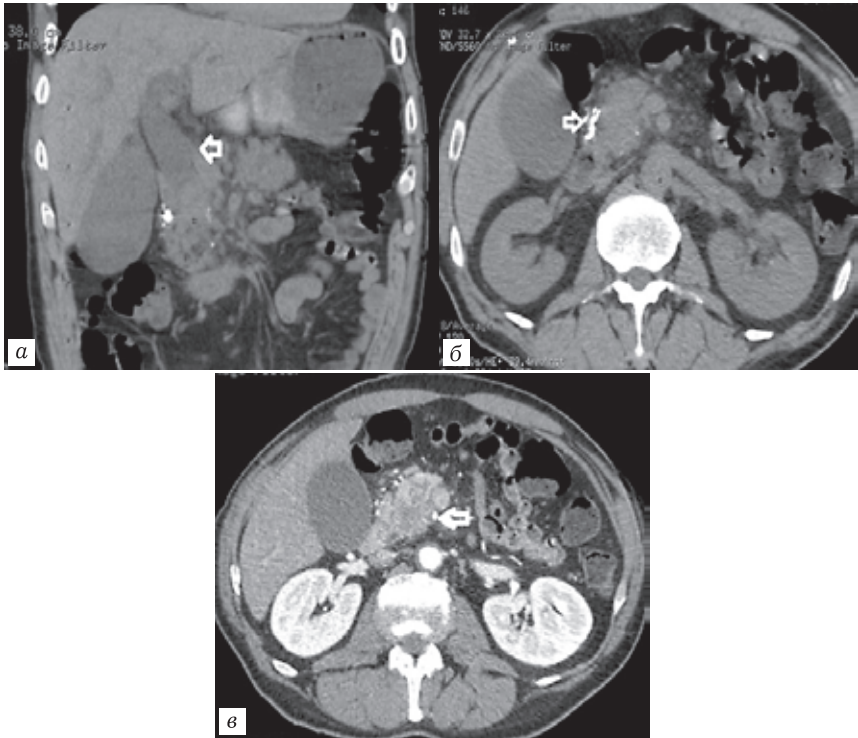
Компьютерные томограммы: *а* — мультипланарная реконструкция в коронарной проекции в нативную фазу; *б* — мультипланарная реконструкция в аксиальной проекции в нативную фазу. Признаки билиарной гипертензии (стрелка на реконструкции в коронарной проекции), хронического калькулезного панкреатита (стрелка на реконструкции в аксиальной проекции), опухоль не видна; *в* — мультипланарная реконструкция в аксиальной проекции в панкреатическую фазу. Очаг сниженного накопления контрастного препарата в головке ПЖ соответствует аденокарциноме
